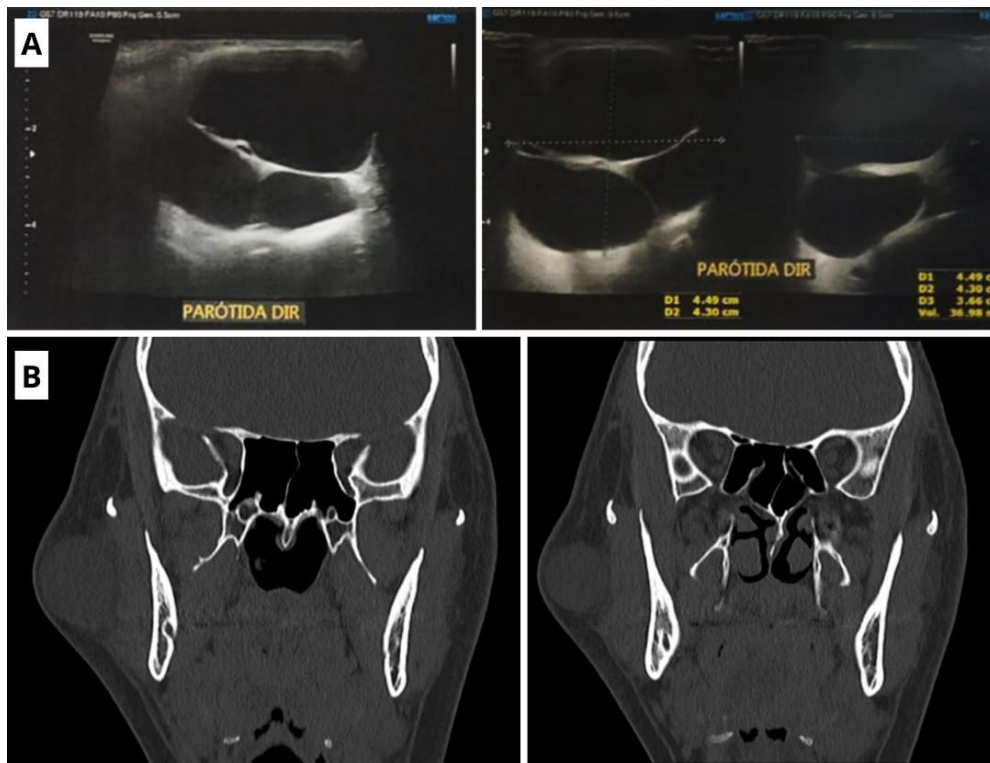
A. Ultrassonografia; B. Tomografia computadorizada.
